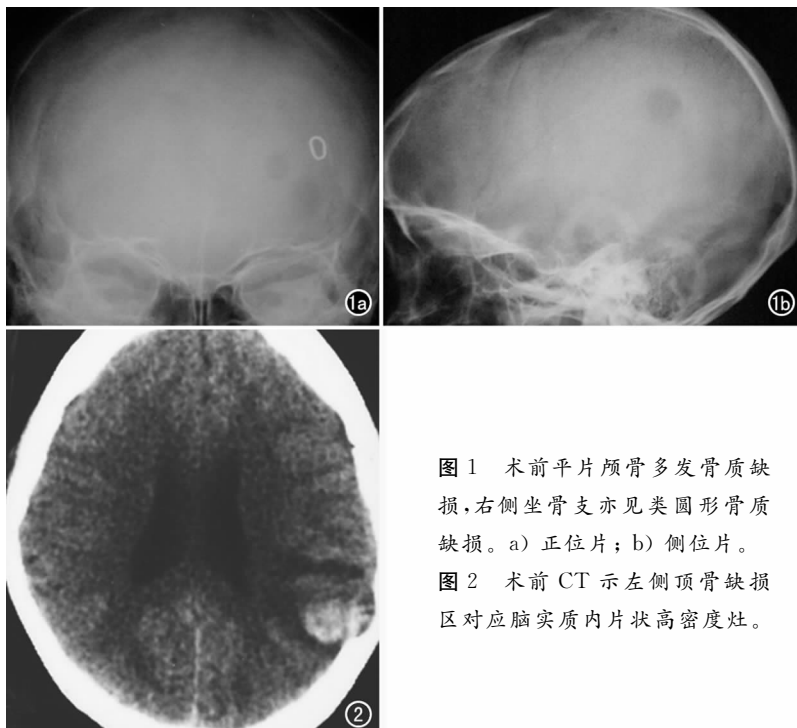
术前平片颅骨多发骨质缺损, 右侧坐骨支亦见类圆形骨质缺损。a) 正位片; b) 侧位片。
